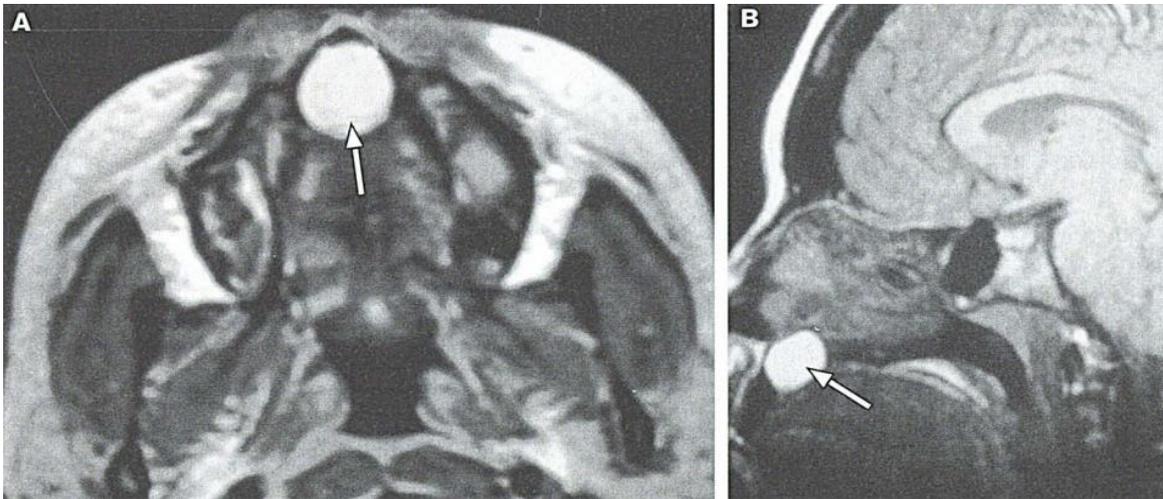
Las resonancias magnéticas ponderadas axiales (A) y sagitales (B) en las que se muestran el quiste del conducto nasopalatino de alta intensidad y bien margen (flechas).
